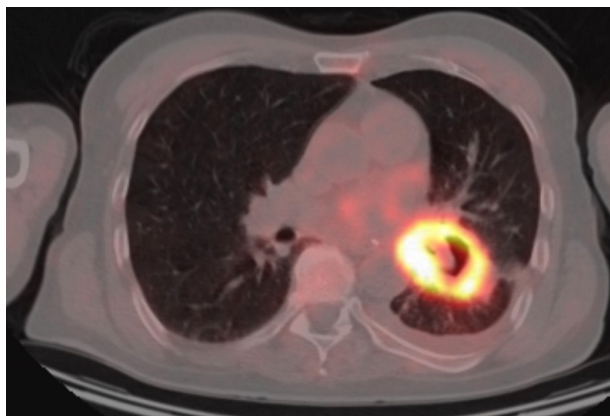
Полостная форма плоскоклеточного рака легкого. $SUV=7$, необходимо было дифференцировать с туберкулезом
